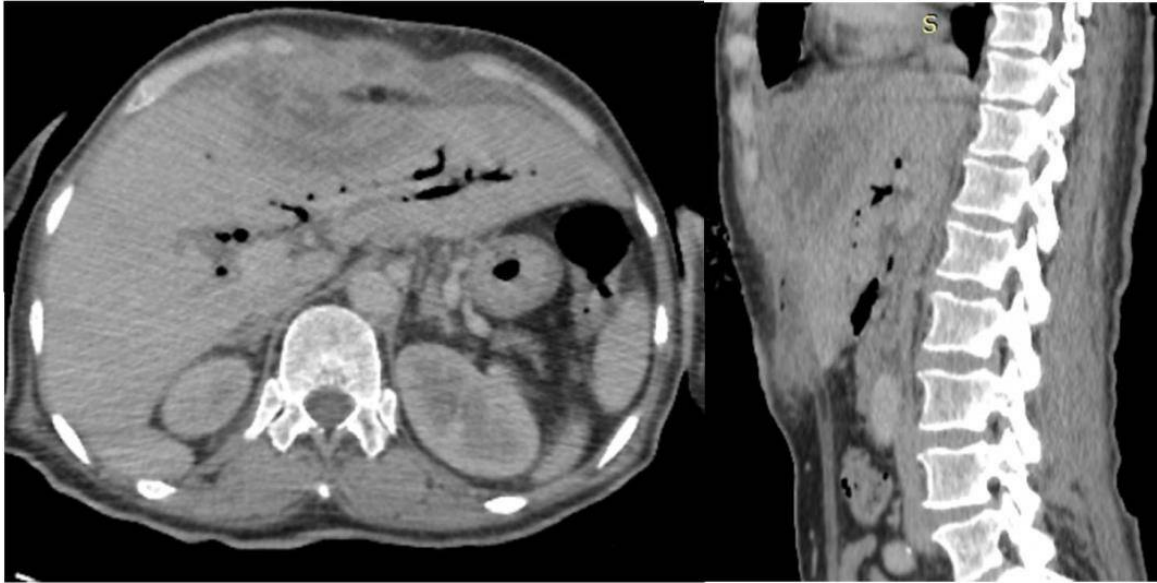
Coupes axiale et coronale d'une TDM abdominale au temps portale d'injection réalisée à J10 d'une DPC objectivant une collection liquidienne au niveau de la paroi abdominale antérieure sur le trajet de la cicatrice opératoire, de contenu hétérogène, à p à paroi épaisse, rehaussée après injection du PDC, exerçant un scalloping sur les segment II et IVa du foie, mesurant 102x47x99mm (TxAPxH), associée à une importante infiltration de la graisse en regard : abcès pariétal.
